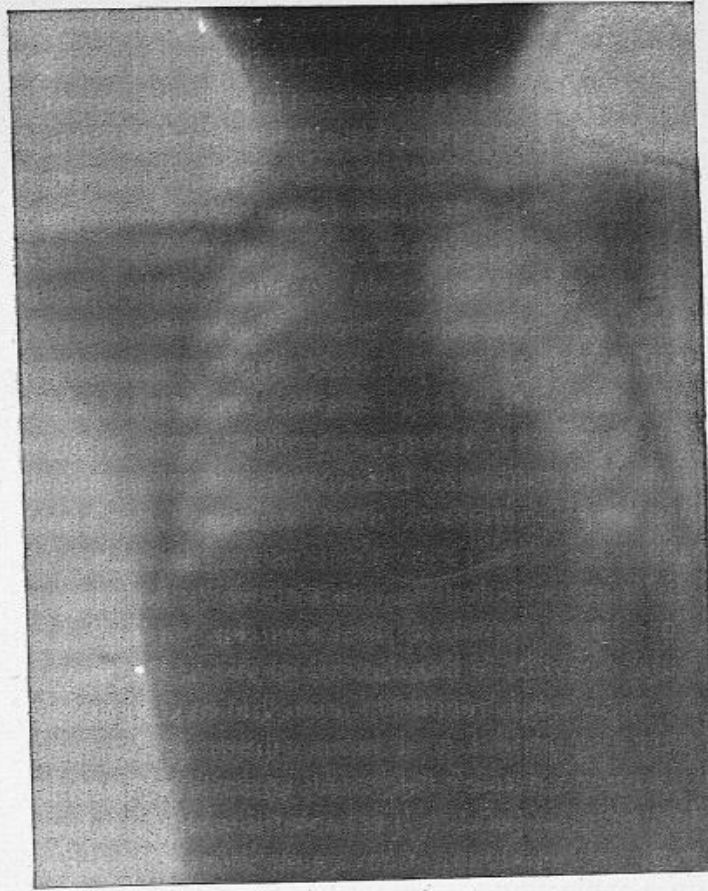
Adénopathie trachéo-bronchique chez un enfant vu de face. Résultats de l'examen radiographique (d'après une radiographie du Dr Oudin).
